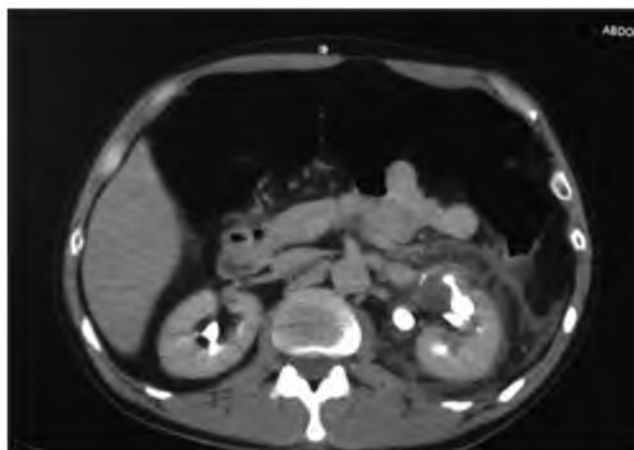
КТ с внутривенным болюсным контрастированием, отсроченная фаза на 10-ой минуте от начала внутривенного усиления, аксиальный срез на уровне почек. Определяется нарушение целостности чашечно-лоханочной системы левой почки с распространением контрастного препарата в паранефральное пространство слева и окрашиванием паранефрального жидкостного скопления.
